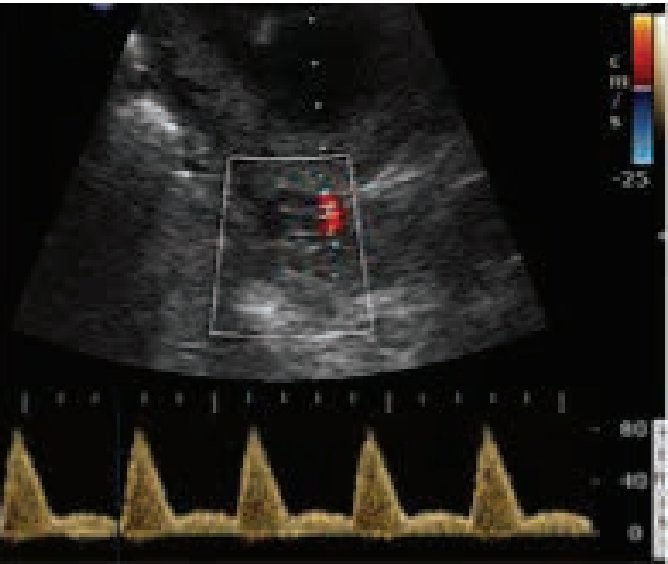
Doppler espectral das artérias uterinas no primeiro trimestre de gestação com seis ondas estáveis
